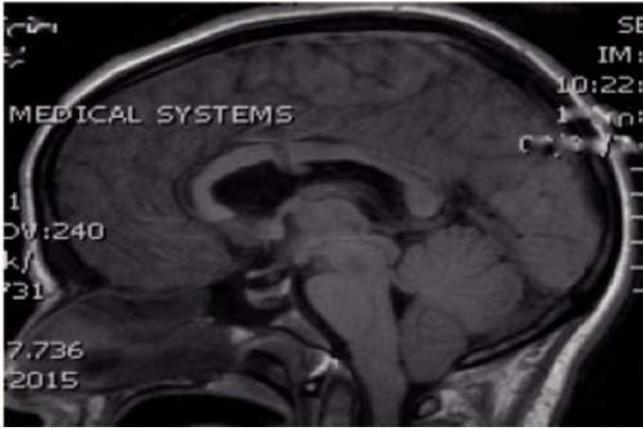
RM T1 sin contraste a los tres días de la ventriculostomía, que muestra disminución de la talla ventricular.
